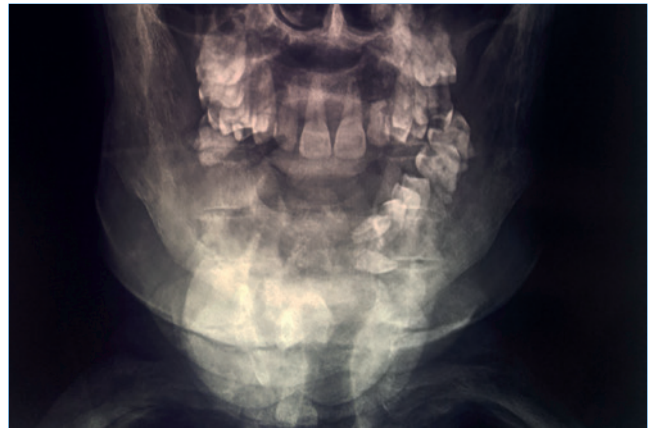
Radiografia na projeção postero-anterior da mandíbula, evidenciando o deslocamento dentário e a grande destruição dos alvéolos dentários.
